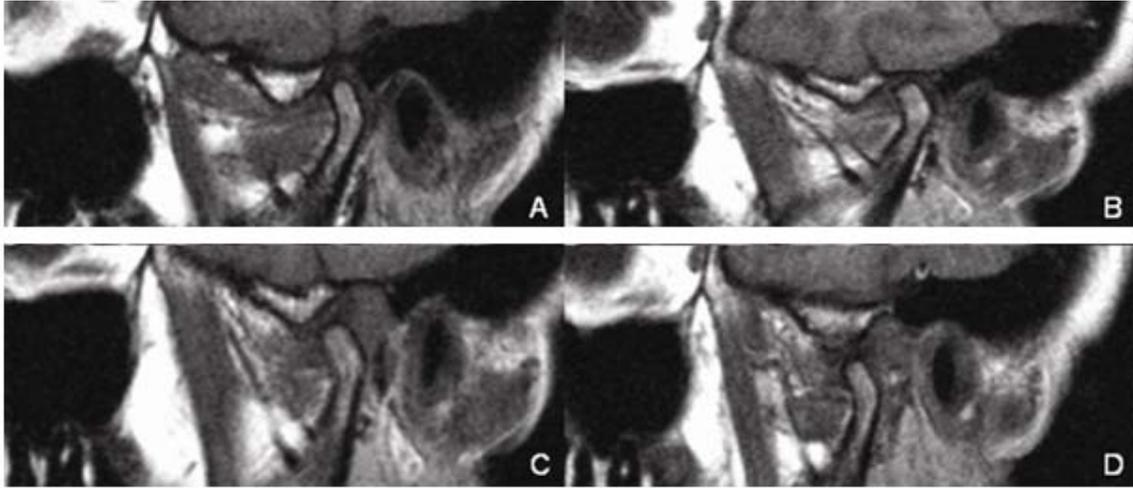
Paciente de 52 años, sexo femenino. A y B. Resonancia magnética nuclear de la articulación temporomandibular en relación de intercuspidadación máxima C y D. En apertura máxima sin dolor.
